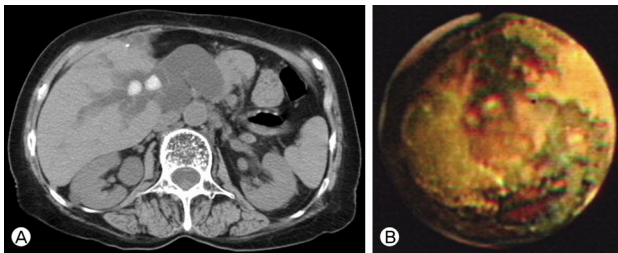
(A) Abdominal CT reveals dilatation of common and intrahepatic bile duct and multiple intrahepatic stones. (B) Percutaneous transhepatic cholangioscopy reveals multiple intrahepatic stones.
